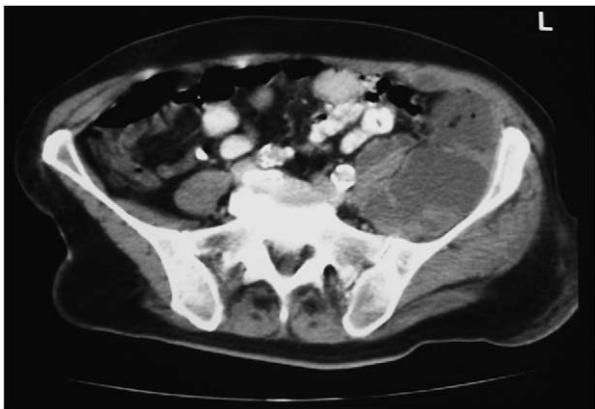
Tomografía computarizada pélvica preoperatoria (colección de gran volumen en el músculo ilíaco).
